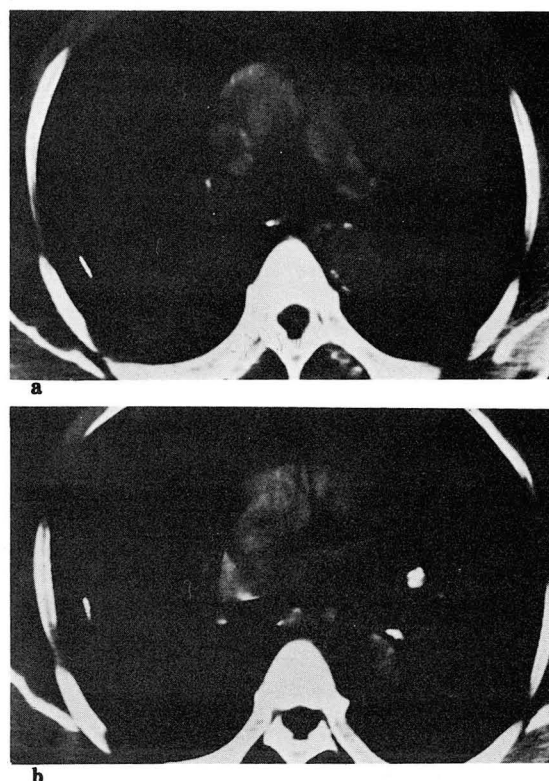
a. Primary mass in right lower lobe. b. Ipsilateral hilar and subcarinal lymph node enlargement on CT. But only reactive change on pathology.
